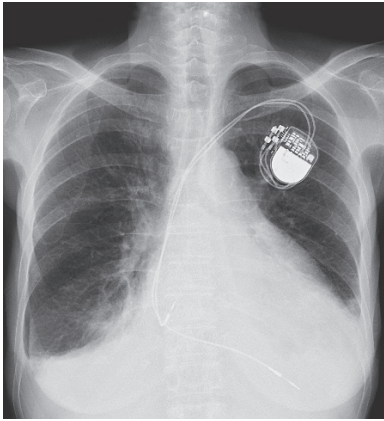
入院時胸部X線像。著明な心拡大，肺動脈陰影増強を認める。
